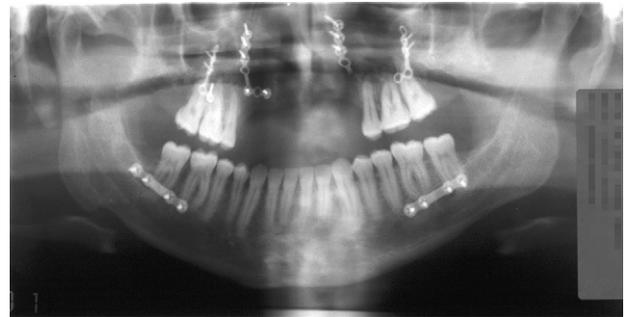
Caso 3. Radiografías post-operatorias inmediatas: ortopantomografía (10a) y telerradiografía (10b).
